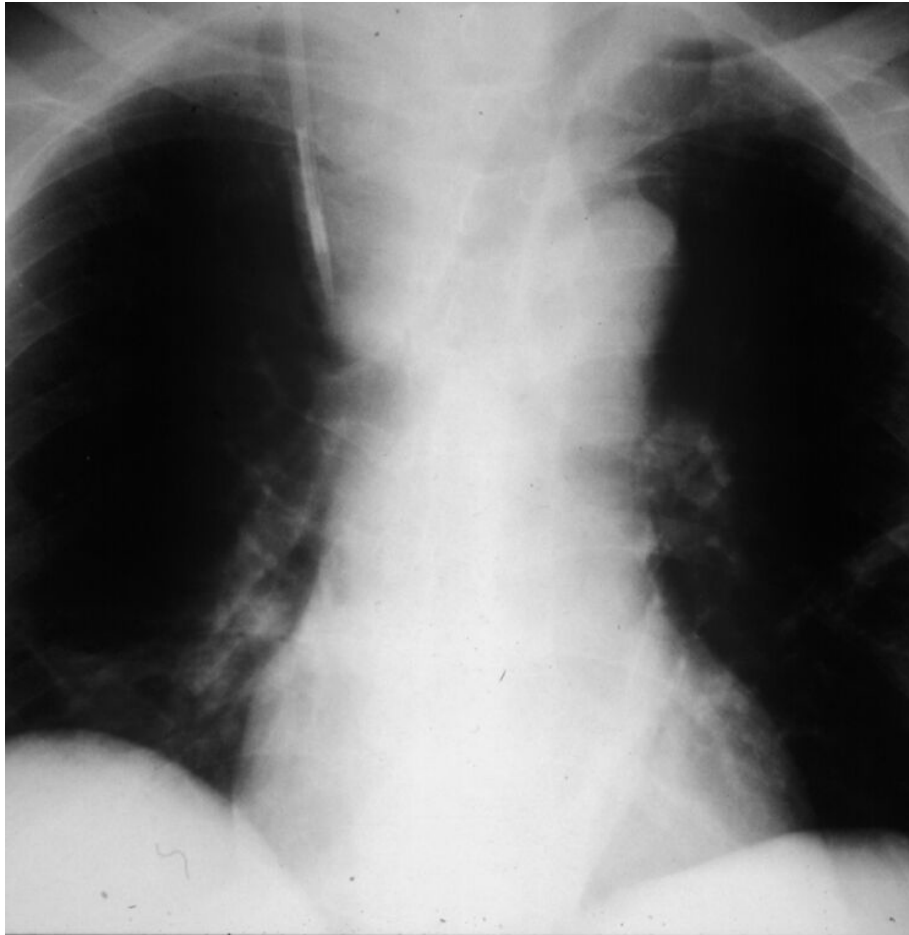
Röntgenthorax mit mediastinaler Blutung
